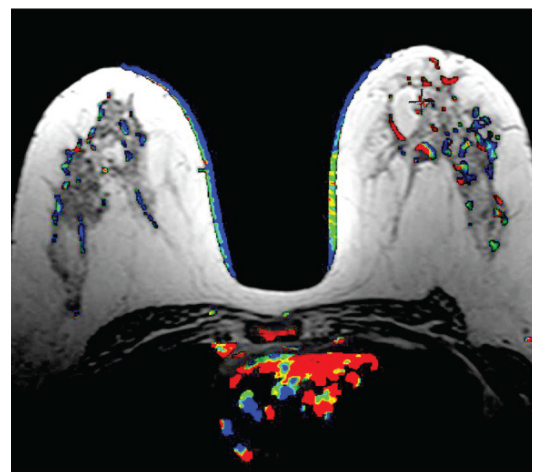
Resonancia Magnética de seno
